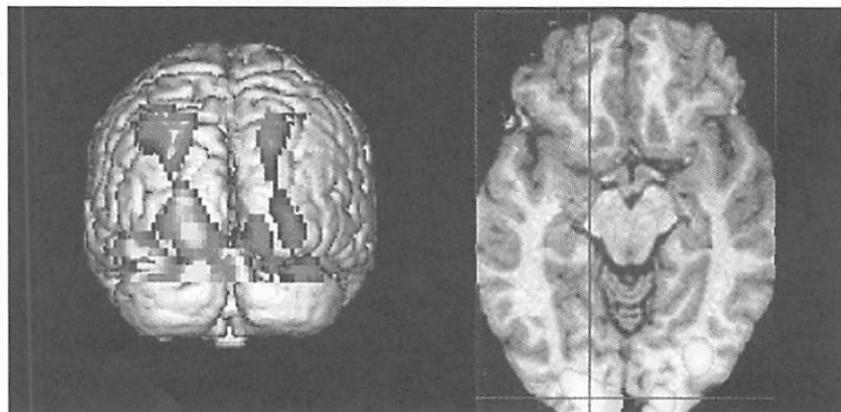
8 人の盲人の、右示指による点字弁別課題中の脳賦活状態を、高分解能 MRI に重畠した。右に体軸横断像、左に背側より見た脳表像を示す。両側一次視覚野の賦活化がみられるとともに、視覚連合野の賦活がみられる。
